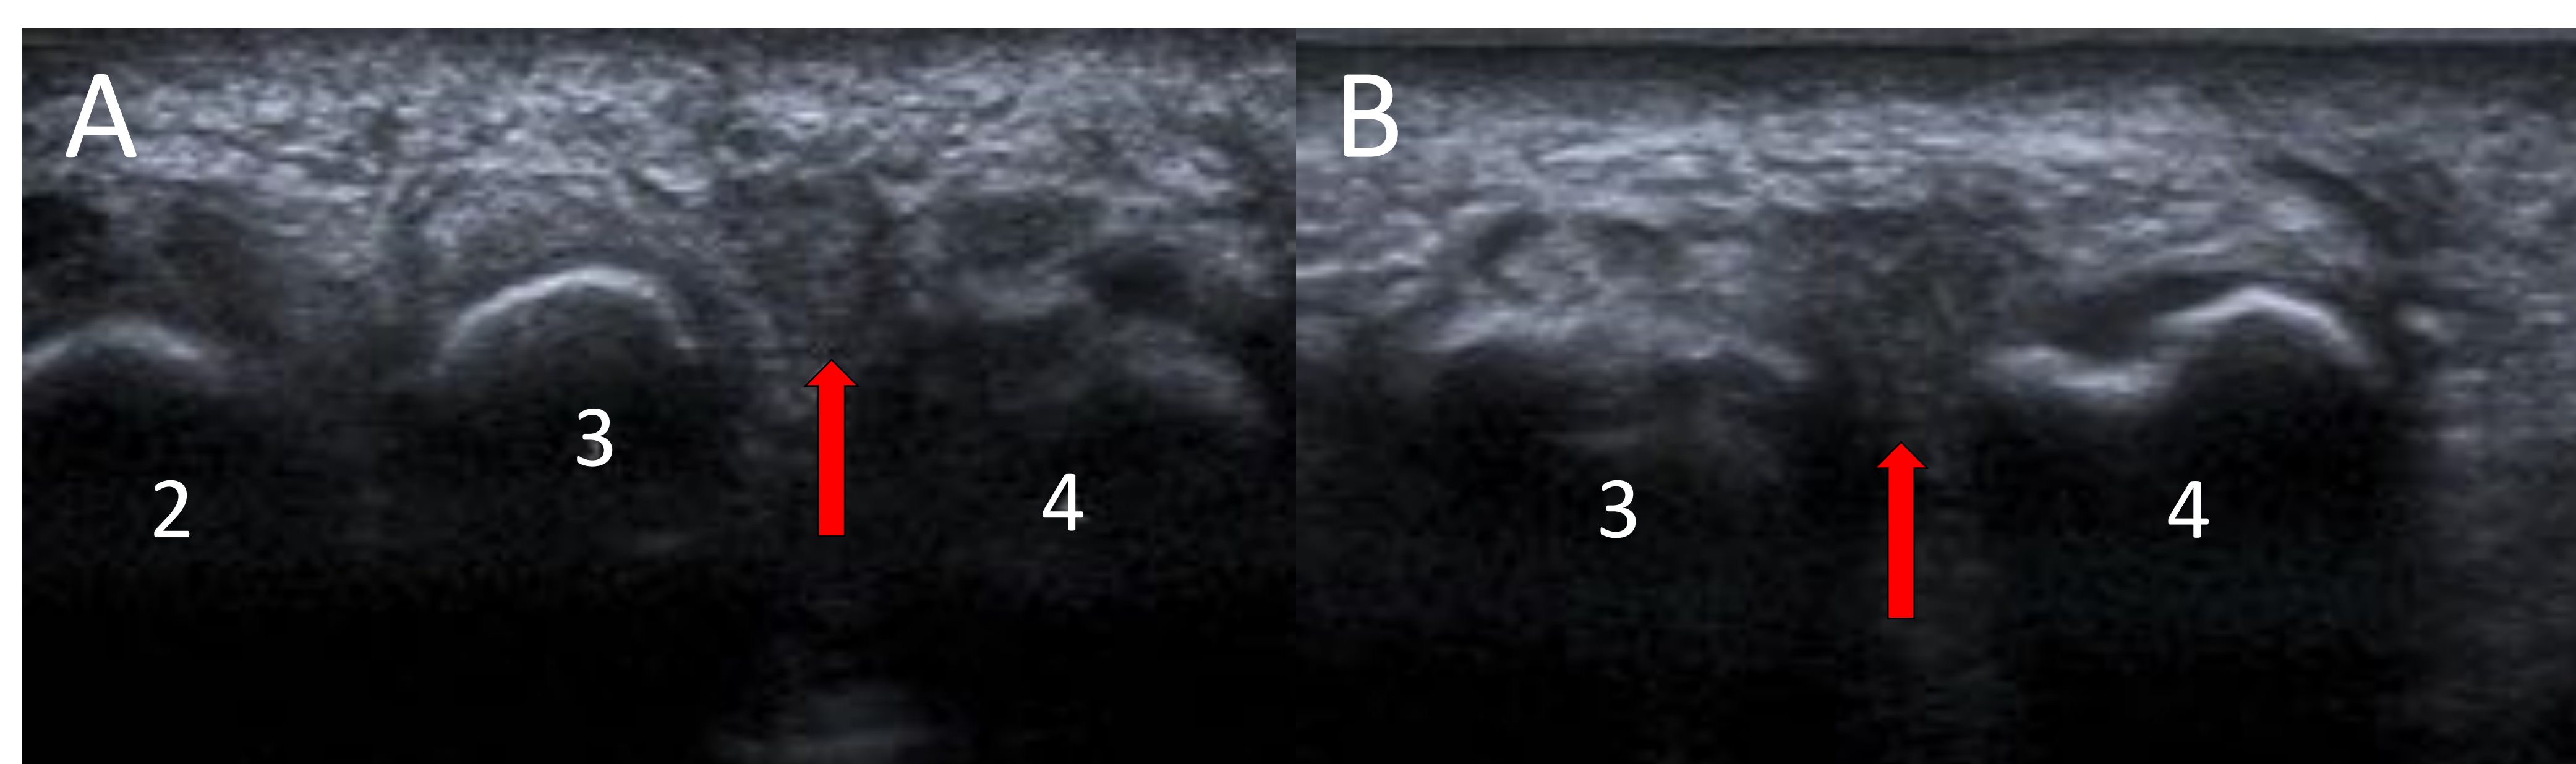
Ecografía de región plantar a nivel de los metatarsianos.
